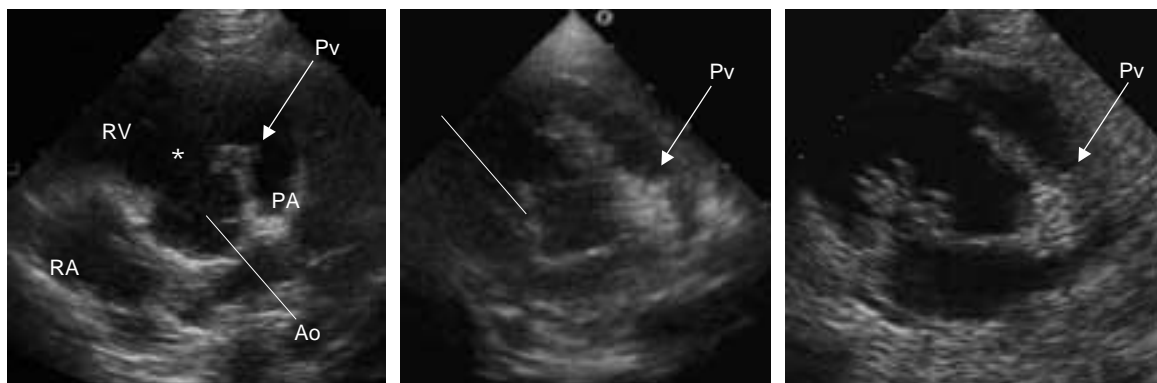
Echocardiographic evaluation for ventricular septal defect and right ventricular outflow tract stenosis.
